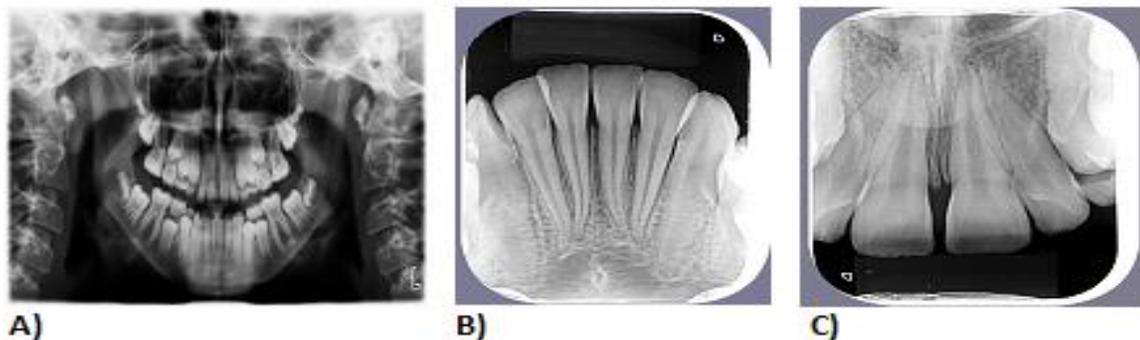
radiografias (A - panorâmica, B - periapical superior, C - periapical, inferior).
